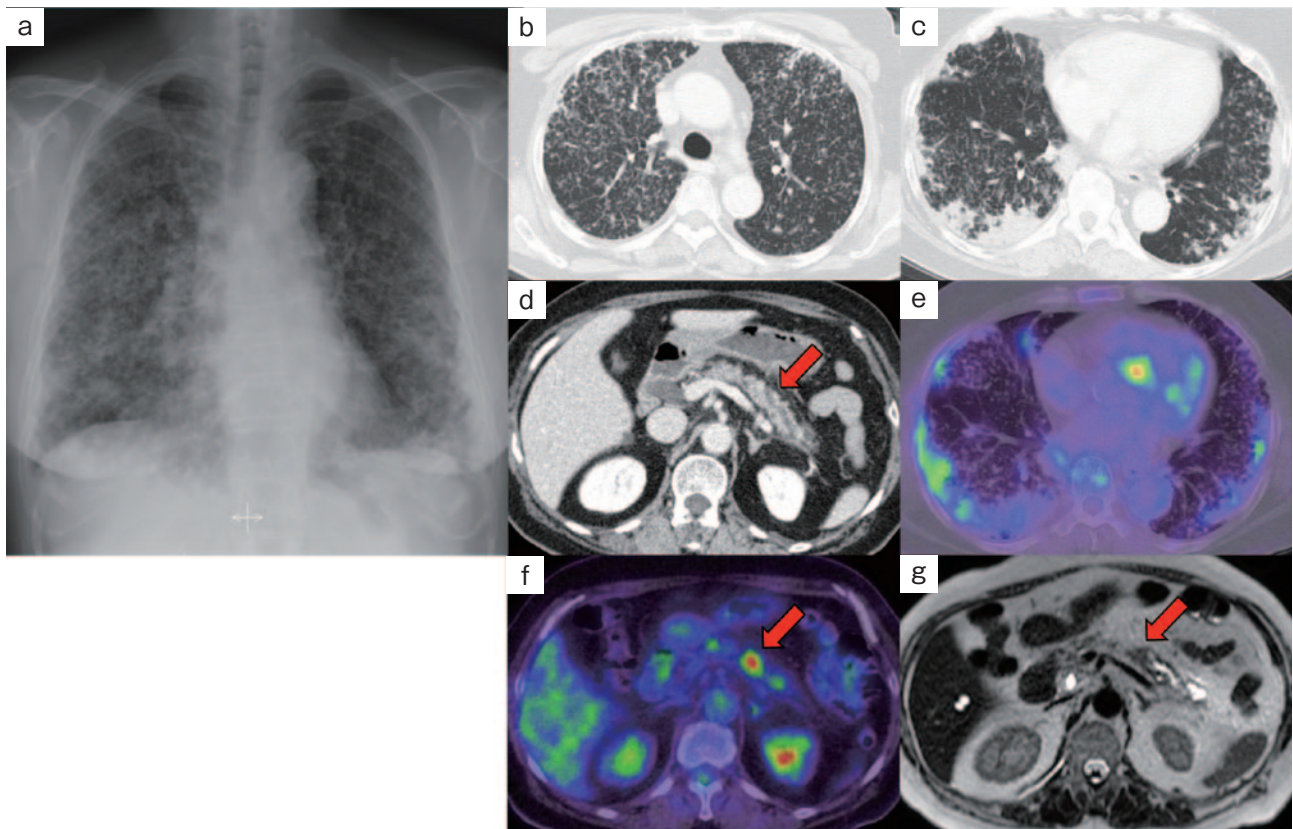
画像検査所見. (a) 初診時胸部X線写真. 全肺野に粒状影を認め、両下肺野には浸潤影を認めた. (b, c) 初診時胸部単純CT. 両肺にランダムパターンのびまん性粒状影および下葉優位の胸膜直下に多発する浸潤影を認めた. (d) 腹部造影CT. 膵体尾部の主膵管拡張、および体部で主膵管の不明瞭化を認めた (矢印). (e, f) PET-CT. 両肺の浸潤影の一部に集積を認め、膵体部に結節状の集積を認めた (矢印). (g) MRCP. 膵体尾部の主膵管が数珠状に拡張し、体部にはT2強調画像で低信号を呈する12mm径の結節状病変を認めた (矢印).
